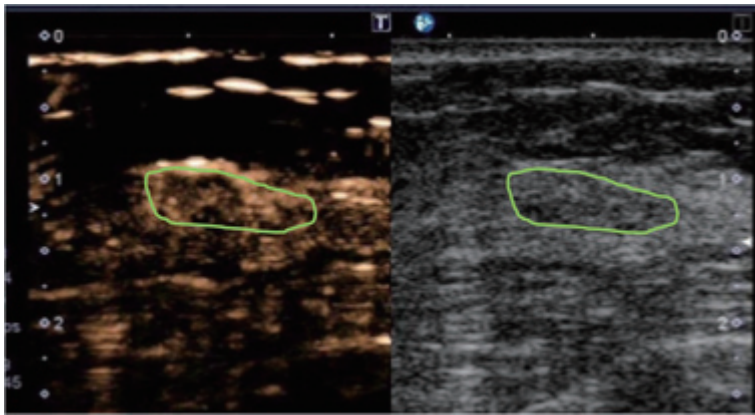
症例3. CEUSの積算画像. 低エコー域は不均一に淡く造影されている.
